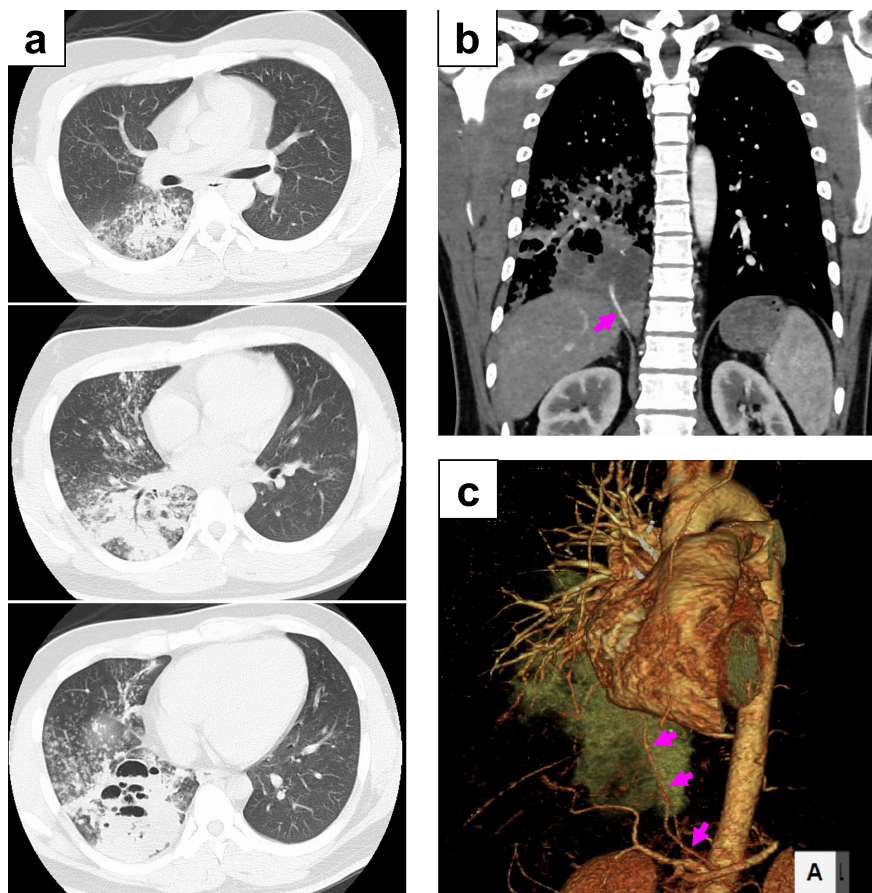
a) Chest CT scan on admission showed multiple cystic lesions with fluid retention in the right lower lobe, and granular shadows in the right middle and lower lobe and left lower lobe. b), c) Contrast-enhanced CT and 3D-CT showed an inflow vessel branching from the abdominal aorta just above the celiac artery into the lesion (arrows).
